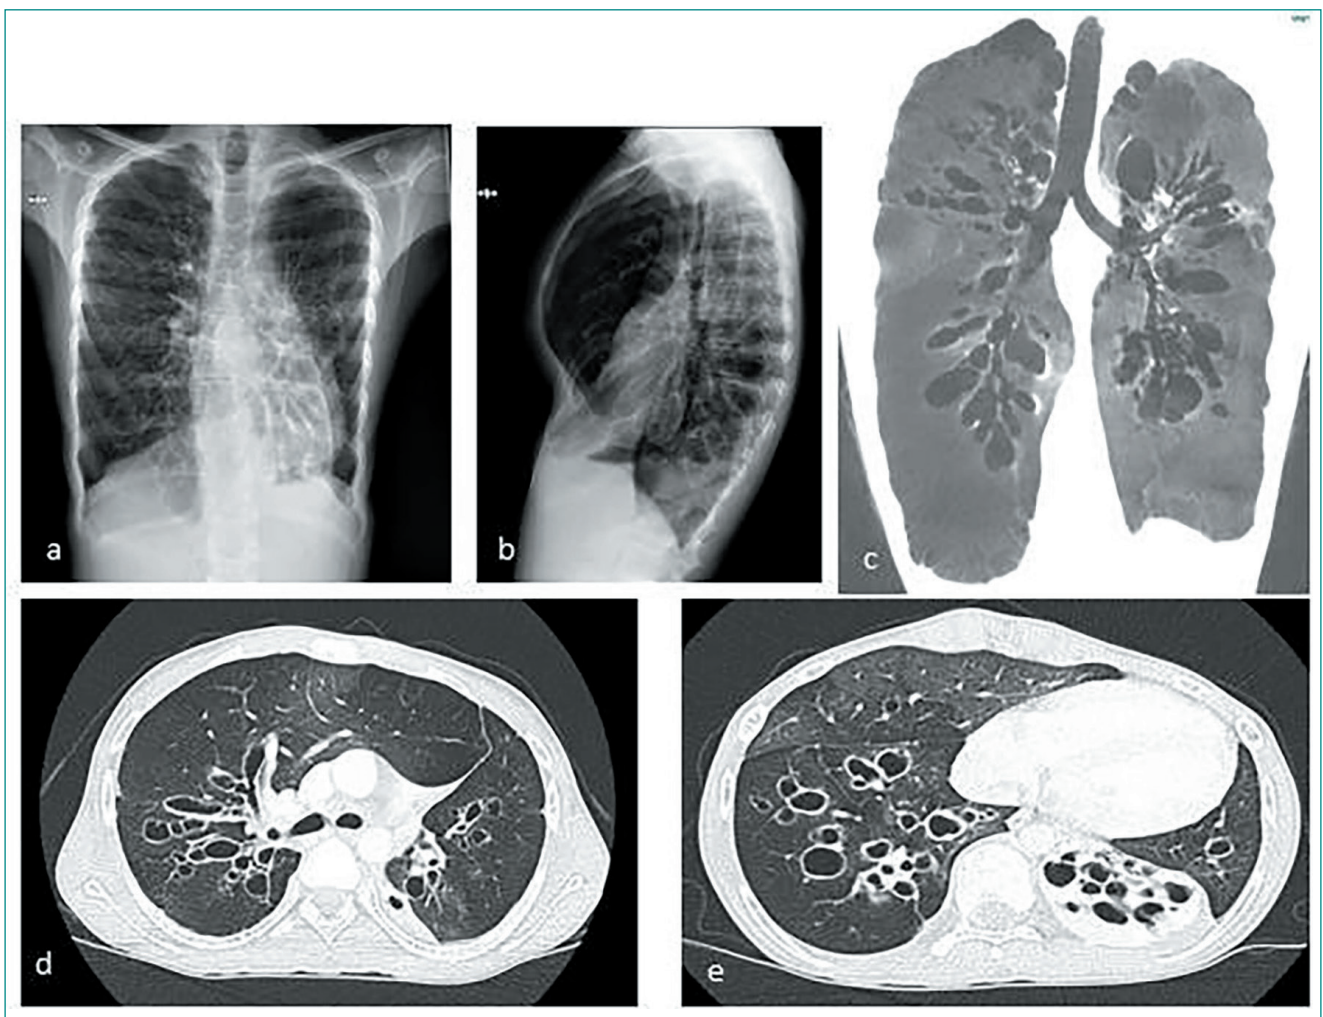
a. Radiografia del torace in proiezione antero-posteriore; b. Radiografia del torace in proiezione laterale; c, d, e. Ricostruzione tridimensionale (c) e scansioni assiali (d, e) basali della HRCT volumetrica del torace che evidenziano numerose bronchiectasie con atelettasia completa del lobo superiore sinistro.
